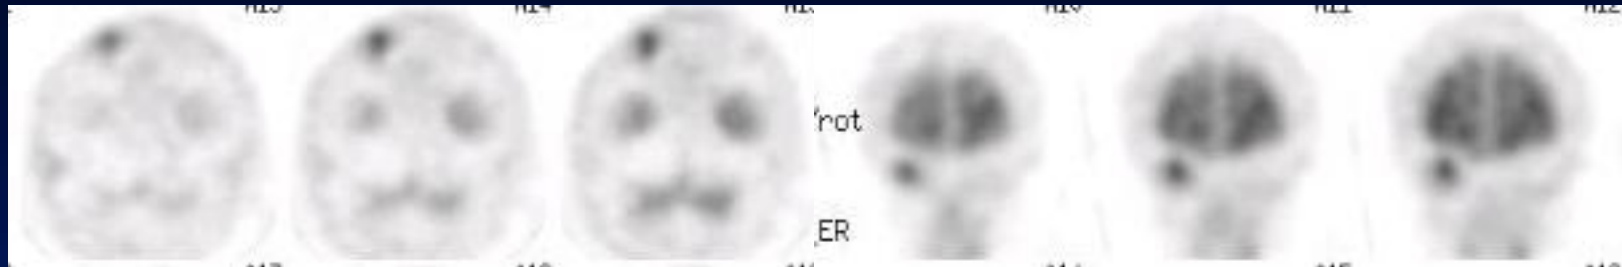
Early images by ^{123}I -IMP scintigraphy showed the positive area in the site corresponding to the right eye tumor.
